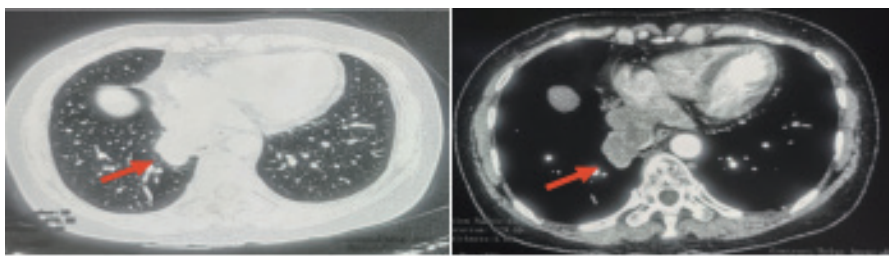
2019-03-19术前胸部CT:可见右肺下叶内基底段及右肺门软组织占位
